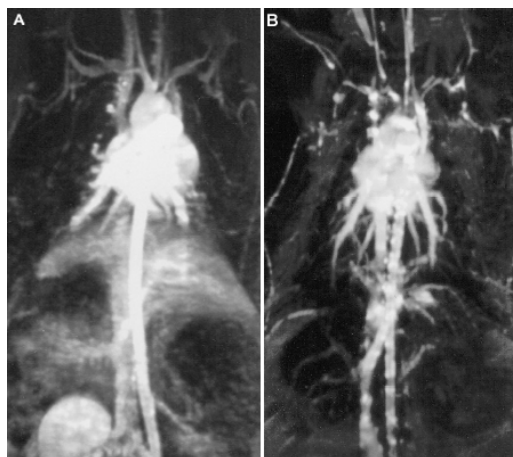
Exemple d'image obtenue en IRM-USPIO (Ruehm 2001).
